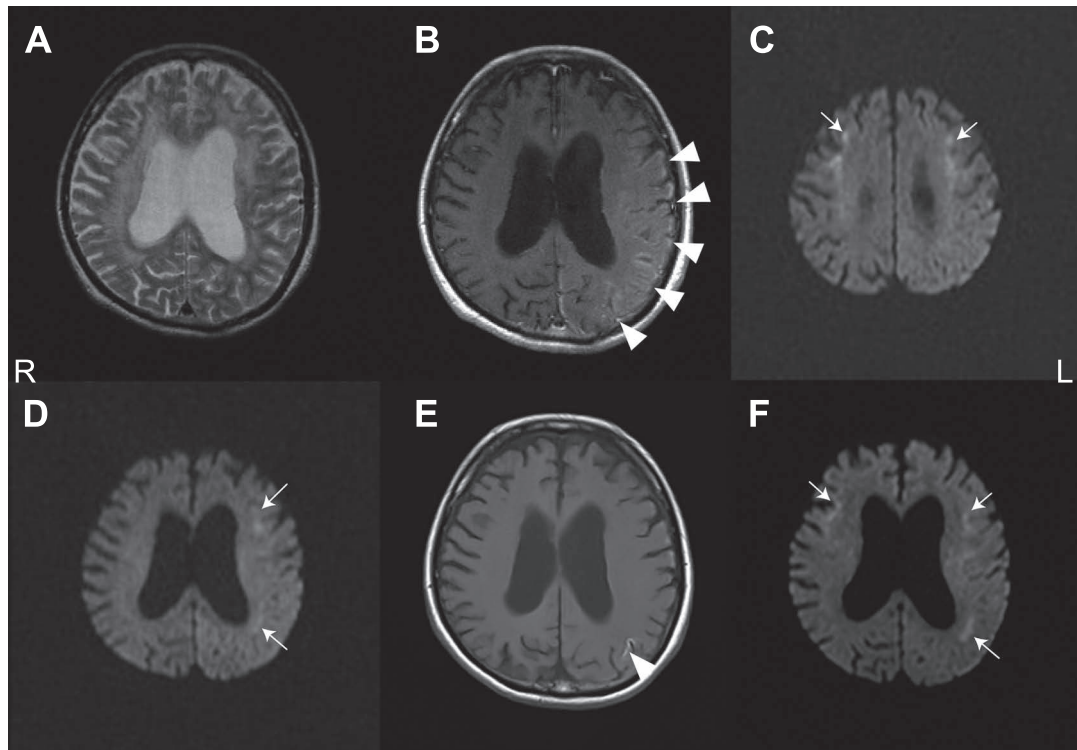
Brain MRI (3.0-T; MAGNETOM Skyra, Siemens, Erlangen, Germany) taken on the 15th day (A–D), and on the 41st day (E–F). A: T<sub>2</sub>-weighted image showing diffuse white matter lesions slightly more prominent over both frontal areas. B: T<sub>1</sub>-weighted image demonstrating gadolinium enhancement and mild swelling on the left fronto-parieto-temporal cortex (arrowheads). C–D: Diffusion weighted images (DWIs) showing high-intensity signals in the cortico-medullary junctions of both frontal and the left parietal lobes (arrows). E: T<sub>1</sub>-weighted image showing laminar necrosis of the left parieto-temporal cortex (arrowhead). F: DWI on the 41st day showing the hyperintensity signals in the same regions as on the 15th day (C–D).
